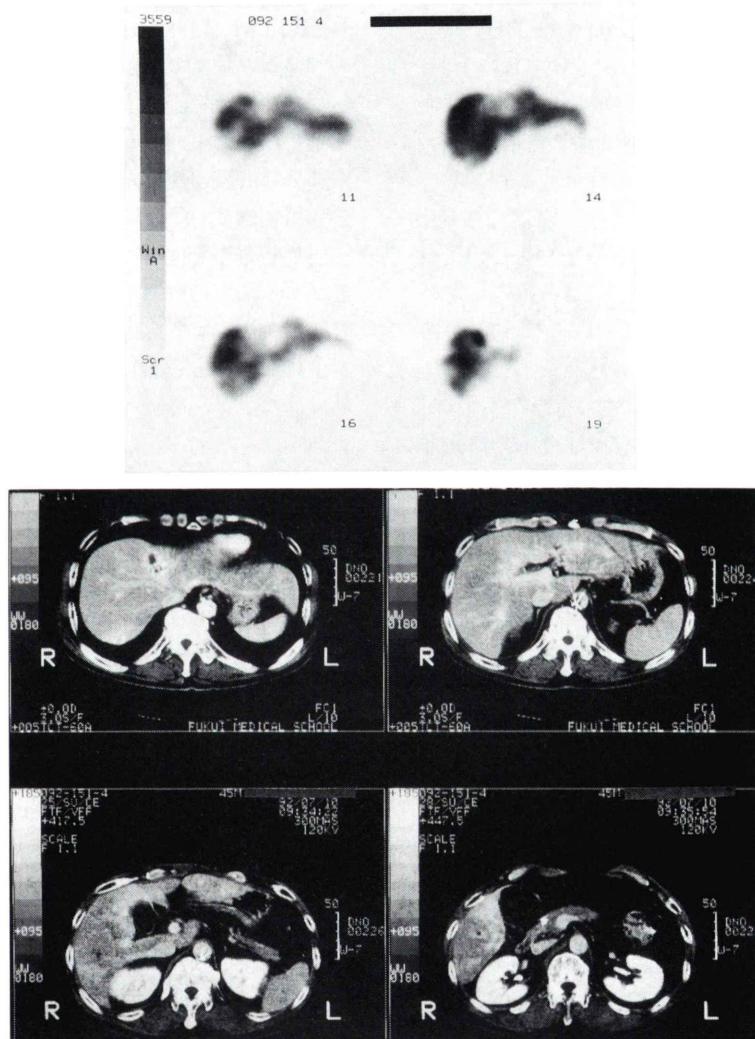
After the arterial chemo-infusion therapy to metastatic liver cancer, SPECT images of ^{99m}Tc -GSA depict regional defect where abnormal enhancement is observed on X-ray CT.
